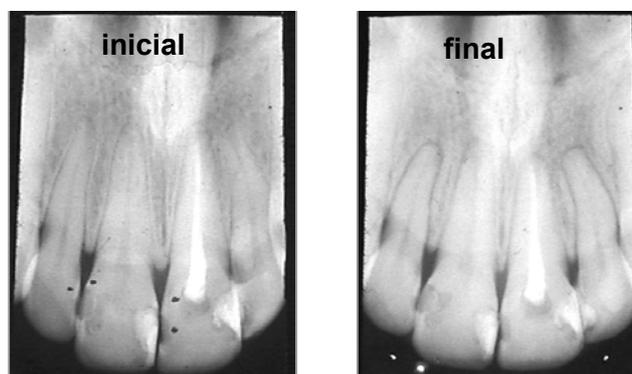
Radiografias periapicais inicial e final utilizadas para as medições.
